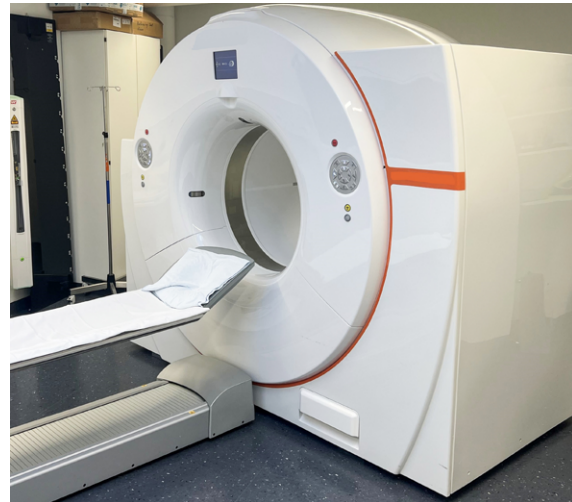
PET/CT-Scanner.
